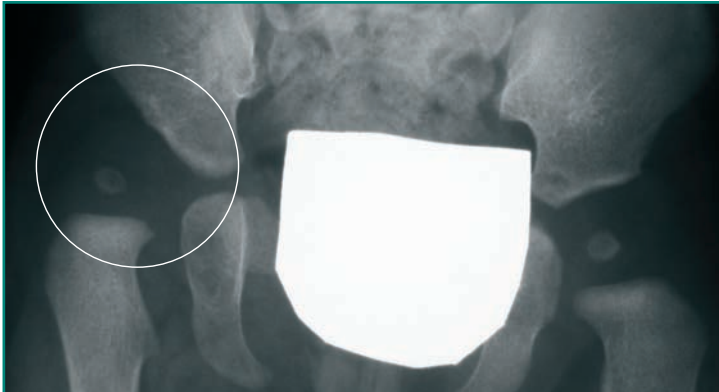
Radiografía anteroposterior de la pelvis que muestra una displasia del desarrollo de la cadera, con una luxación de la cadera derecha.
